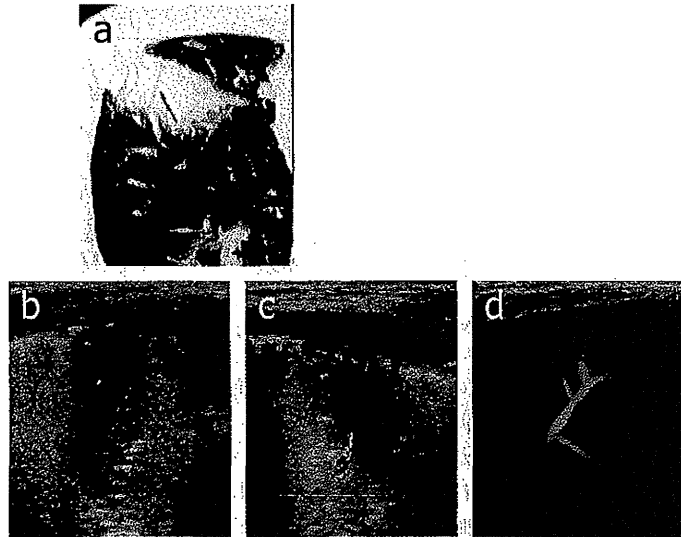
右S<sup>6</sup>の肺炎. a 胸部CTでは、右S<sup>6</sup>に浸潤影を認める. b Bモードでは、胸膜に接する低エコーの低エコー腫瘤を認める. c カラー Doppler法ではII型の線状血流信号が捉えられた. d パワー Doppler法ではIII-A型の枝状血流信号が捉えられた
